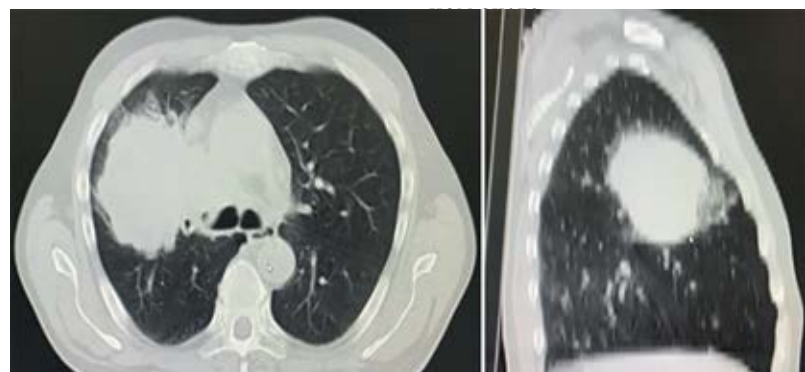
Данные КТ ОГК на момент диагностики
